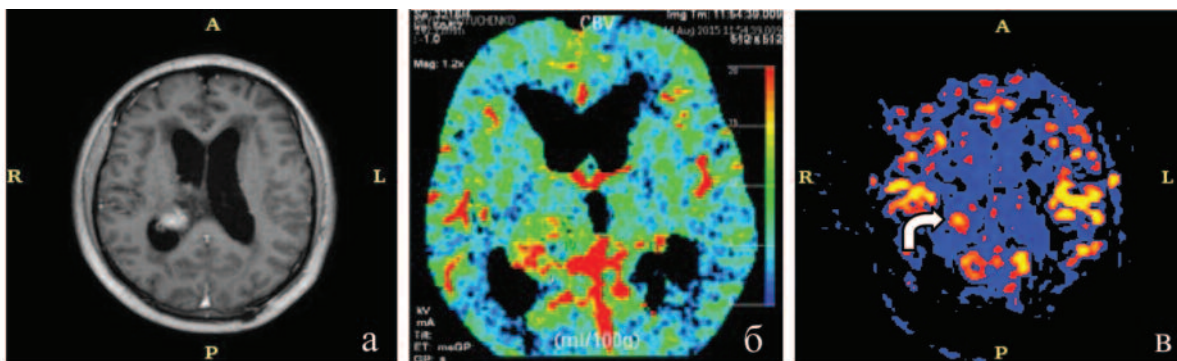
Рецидив анапластической астроцитомы (через 15 месяцев после СРХ). МРТ, постконтрастное Т1ВИ, тонкосрезное, через 1 мм (А) КТ-перфузия (Б). Цветная карта МРТ перфузия (ASL) (В).
